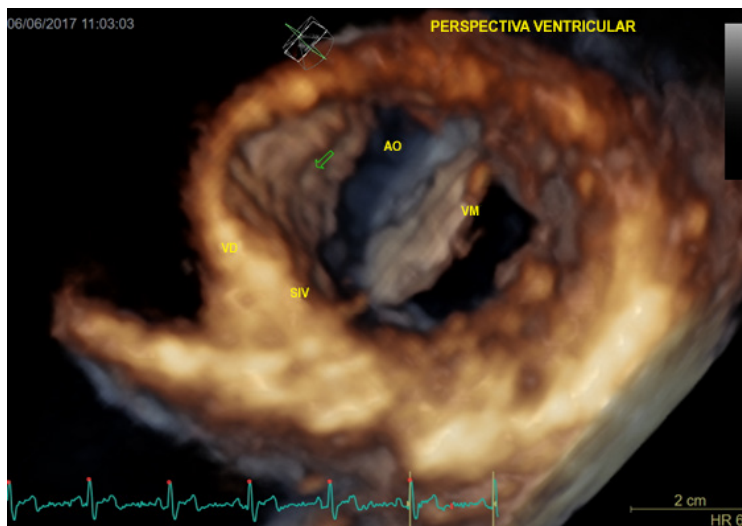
Ecocardiograma transtorácico tridimensional. Perspectiva ventricular do aneurisma. VD: ventrículo direito; SIV: septo interventricular; AO: aorta; VM: valva mitral.
